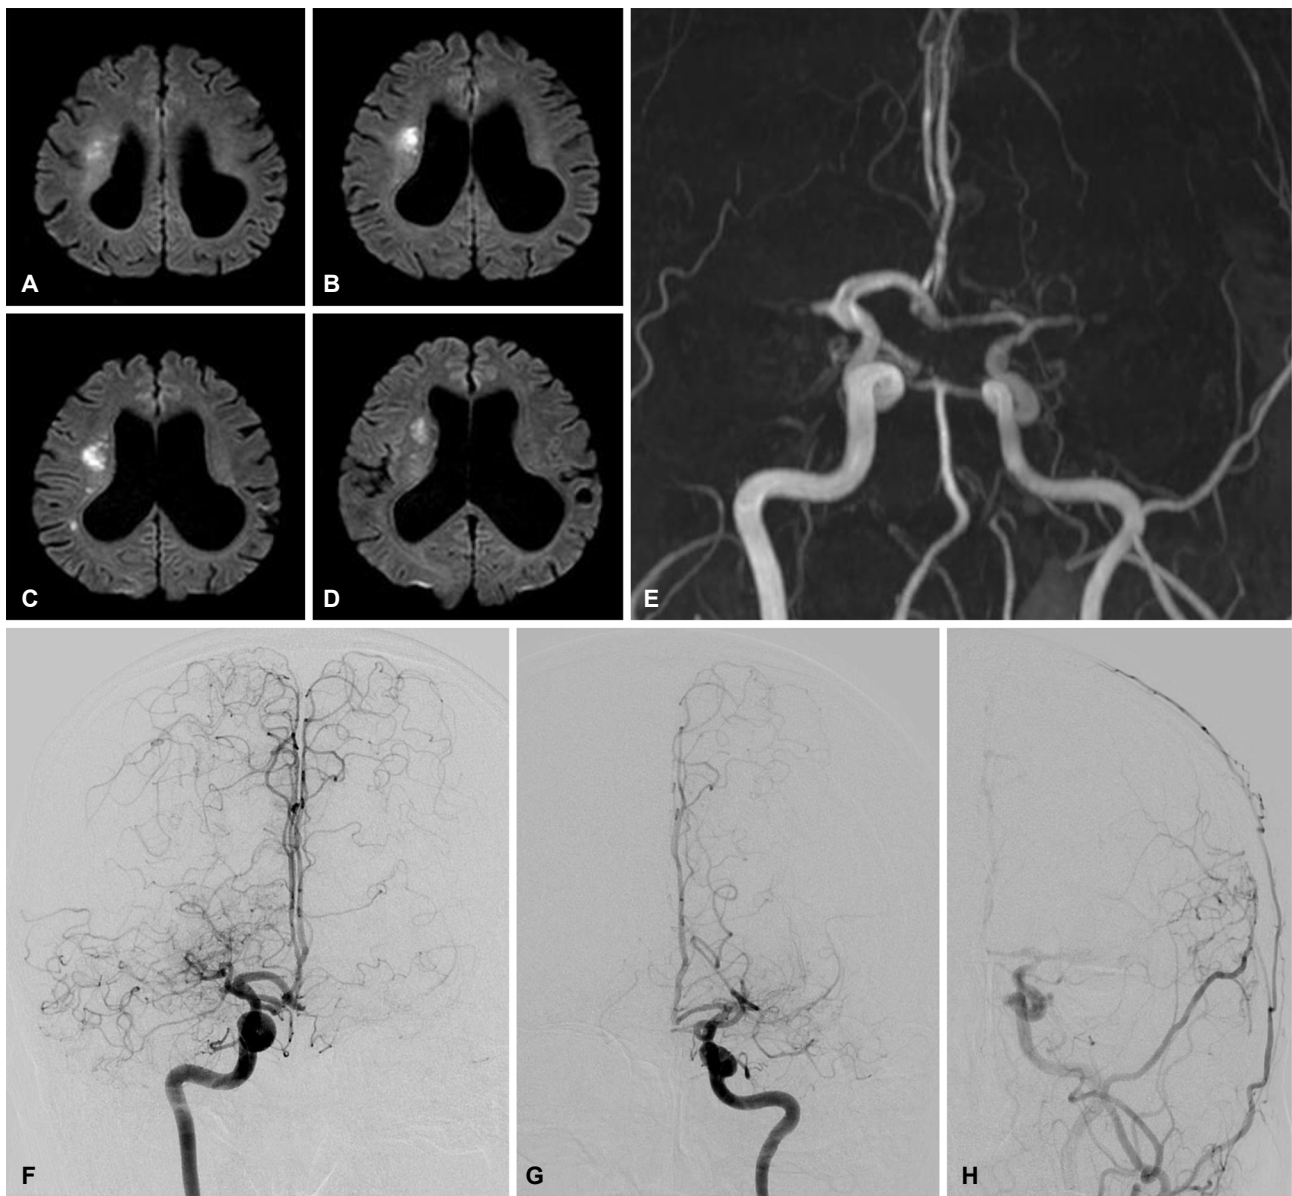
Brain MR images and angiography. (A-D) The diffusion-weighted image represents acute to subacute infarctions of right MCA territory, especially the right corona-radiata area. (E) Intracranial angiography shows us that both proximal MCA have occlusion. (F, G) MR angiography shows a bilateral MCA steno-occlusive lesion with the collateral vessel. (H) The left middle meningeal artery has the trans-dural collateral network to left MCA territory. MR; magnetic resonance, MCA; middle cerebral arterial.
